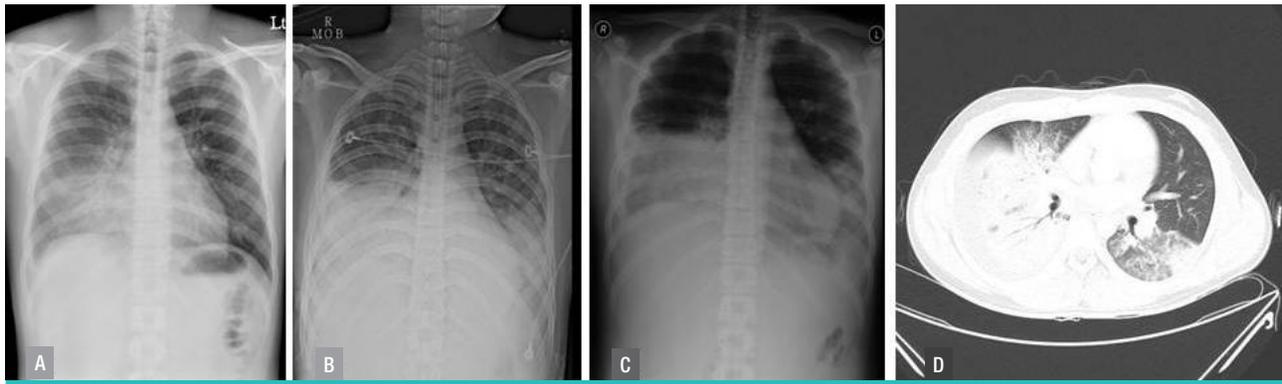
Serial Chest X-ray of Case No. 2 on the (A) 1st hospital day, (B) 3rd hospital day, and (C) 5th hospital day, and (D) chest CT scan on the 5th hospital day: Despite antibiotics and antiviral treatment, pneumonia on the right lung field showed rapid deterioration.
